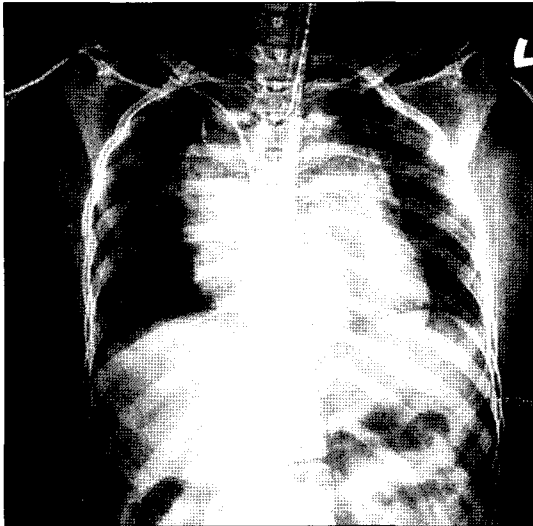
Chest x-ray in case 2 shows widening of mediastinum.
